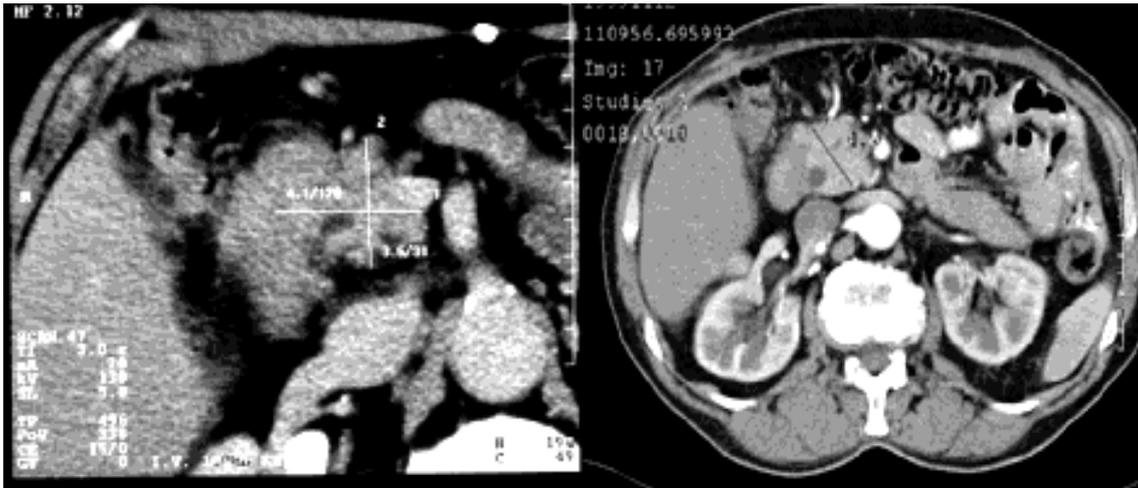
CT-Bilder eines primär inoperablen Pankreaskopfkarzinoms
